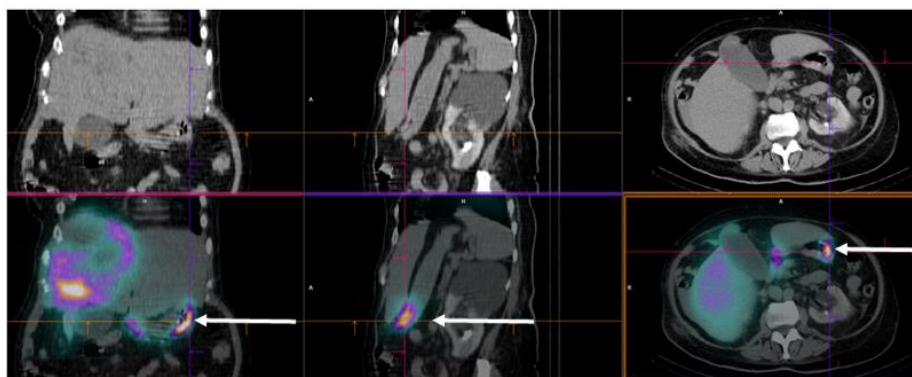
Imagen de  $^{99\text{m}}\text{Tc}$ -MAA SPECT-CT donde se puede observar una captación en el duodeno (flecha).
